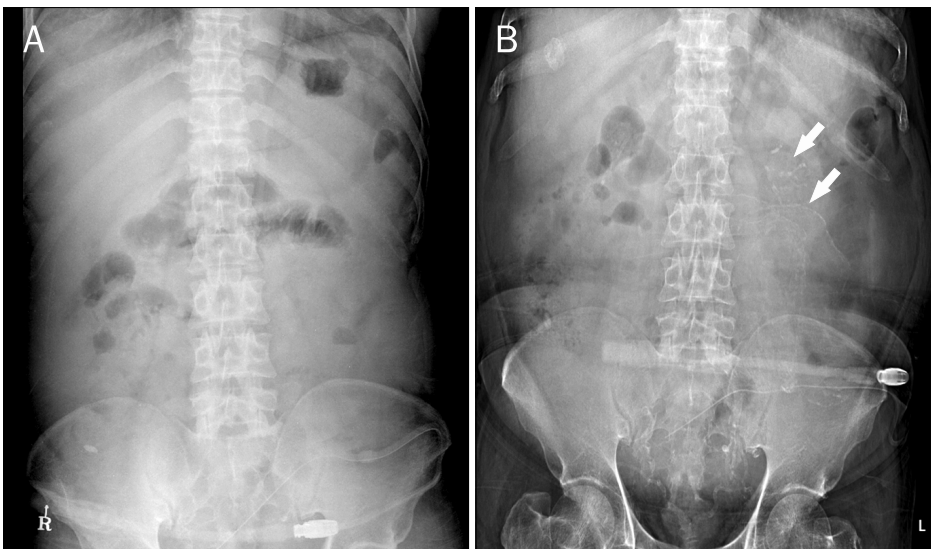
Plain abdominal X-ray showed calcification (arrows) in the left upper quadrant (B) although it had not shown in previous plain X-ray (A).
